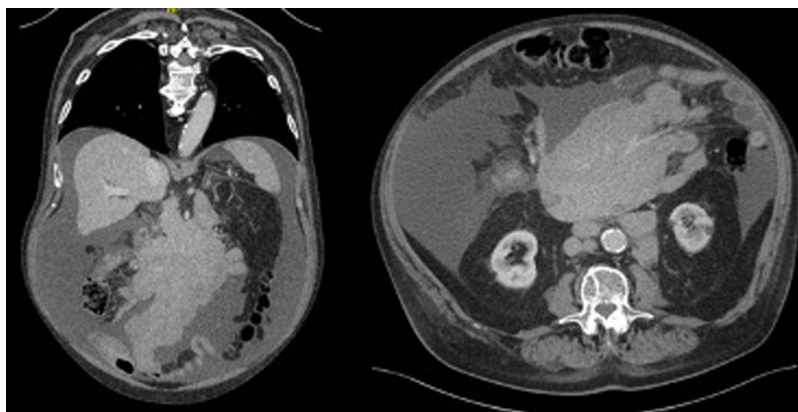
TAC abdomen. Corte coronal y transversal respectivamente.
